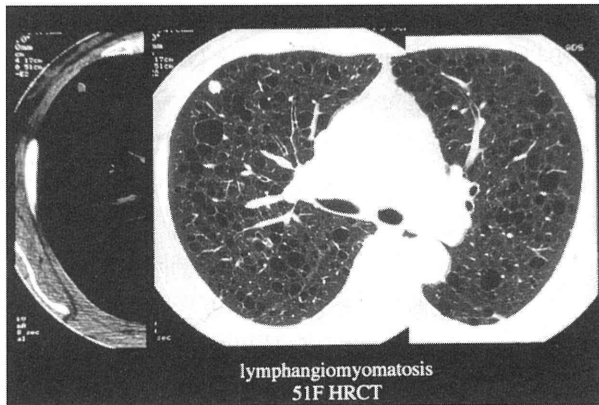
HRCT 気管分岐部。右上葉に結節を認める。
